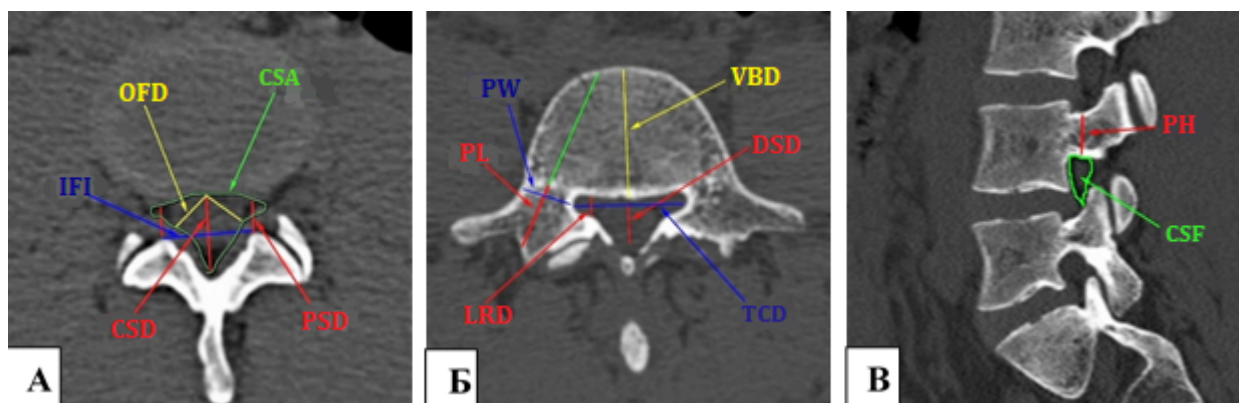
Морфометрические параметры, вычисляемые на аксиальных срезах МСКТ, выполненных через межпозвонковый диск (А): CSD – срединный сагиттальный размер позвоночного канала, IFI – межфасеточный интервал, OFD – косой размер позвоночного канала, CSA – площадь поперечного сечения канала, PSD – парасагиттальное расстояние; выполненных на уровне ножек позвонков (Б): LRD – глубина латерального кармана, PL – длина ножек позвонка, PW – ширина ножек позвонка, VBD – диаметр тела позвонка, DSD – диаметр дурального мешка, TCD – поперечный размер канала; на сагиттальных срезах, выполненных через ножки позвонков с двух сторон (В): PH – высота ножки позвонка, CSF – площадь фораминального отверстия
